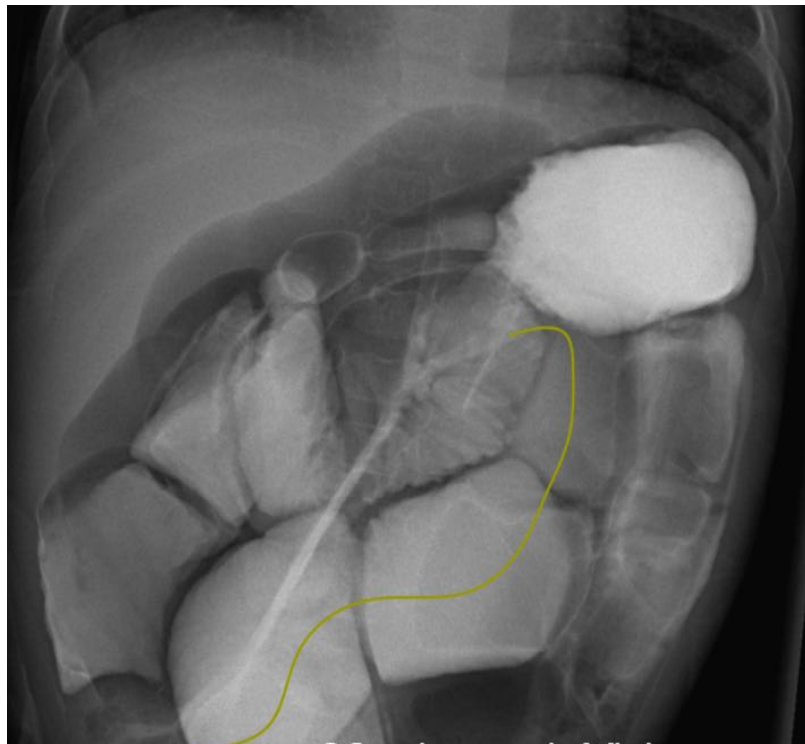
Рентгенконтрастное исследование (РКИ) тонкой кишки у пациента с синдромом короткой кишки. Измерение длины тонкой кишки. У пациента 70 см тонкой кишки.
